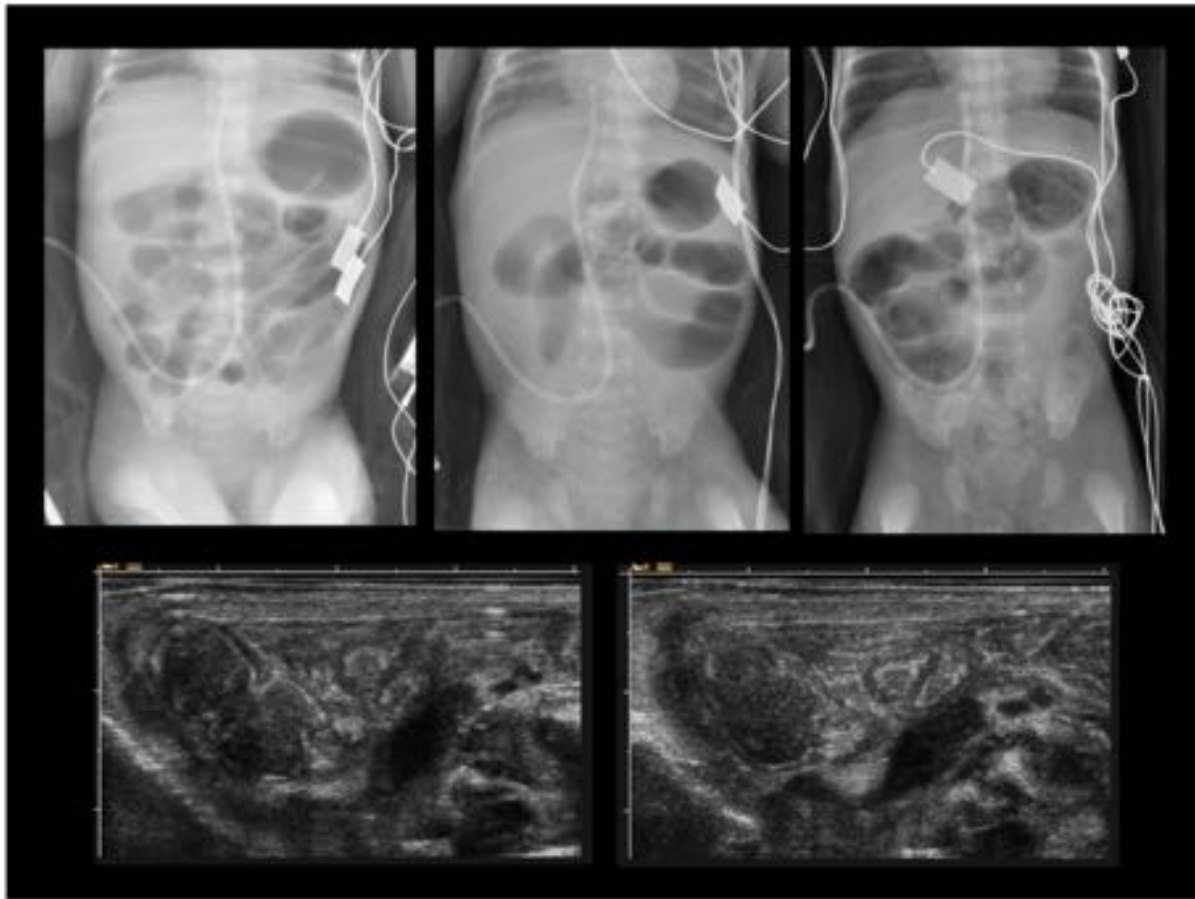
INMADUREZ FUNCIONAL ILEOCÓLICA - SD. TAPÓN MECONIAL. RNPT + CIR. Radiografías a los 2, 4 y 6 días por distensión progresiva y restos biliosos. Retraso en la eliminación del meconio, tratado con enemas. Dilatación de las asas intestinales, cada vez más irregular y proximal, con “miga de pan”. Gas distal. Ecografía el 6º día con abundantes taponos/restos de meconio ileales y contenido ecogénico de apariencia espesa en el marco cólico, con ciego distendido.
